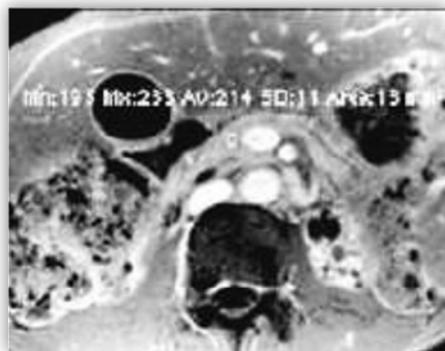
Resonancia nuclear magnética con gadolinio de un paciente con pancreatitis crónica. Relación intensidad máxima de contraste vs basal menor a 1,7. Máximo realce del parénquima pancreático obtenido en fase venosa tardía.
